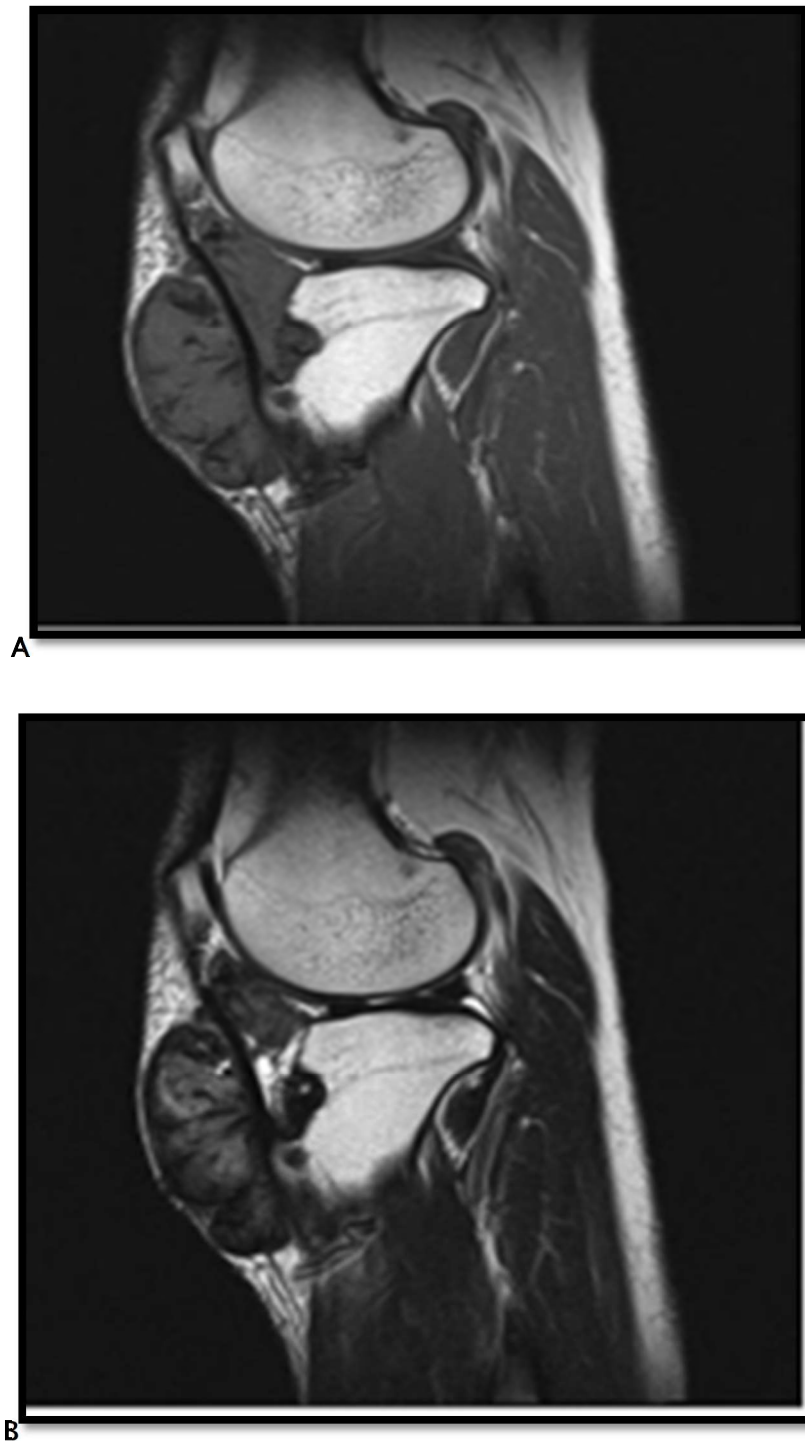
IRM du genou montrent une masse de tissus mous bien circonscrit en hyposignal T1 (A) et en hyposignal en séquence pondérée T2 (B)(54)
